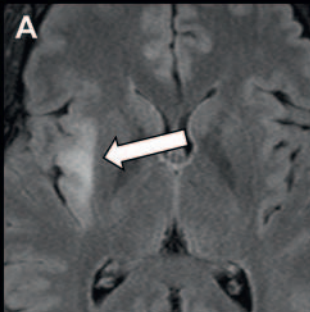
Hyperintenser Tumor – kann auch inhomogen sein, häufig kein oder wenig Ödem, hier Oligodendrogliom WHO Grad II rechts insulär (MRT, FLAIR-Sequenz axial)
